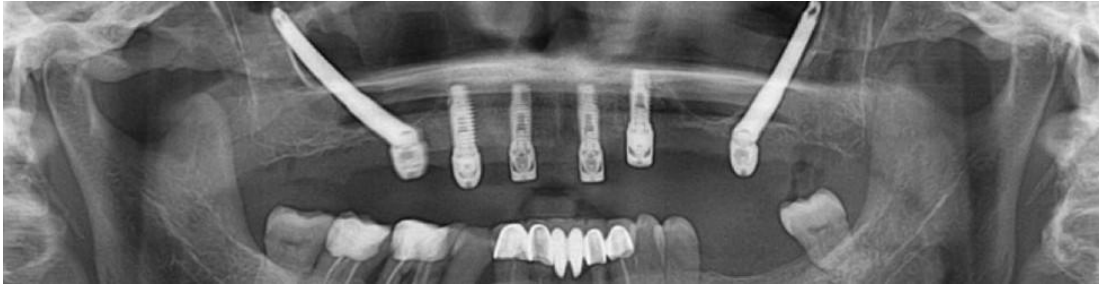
Radiografía donde se aprecia la colocación de dos implantes cigomáticos y 4 implantes axiales en anterior
